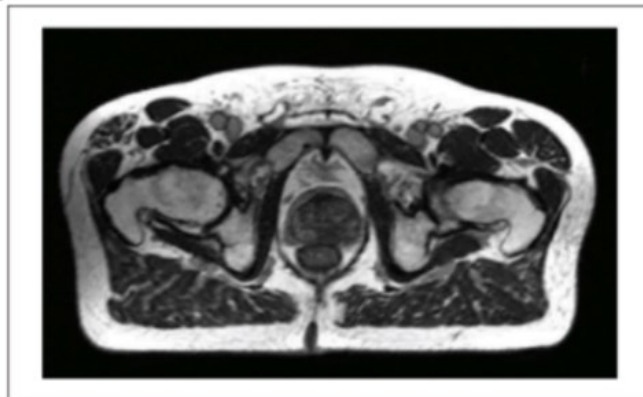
Three-dimensional balanced steady-state free precession MRI images of a prostate patient acquired on the MRIdian system (1.5 mm × 1.5 mm × 1.5 mm voxel size, 50 cm × 45 cm × 43 cm field of view, 172 s acquisition time).
